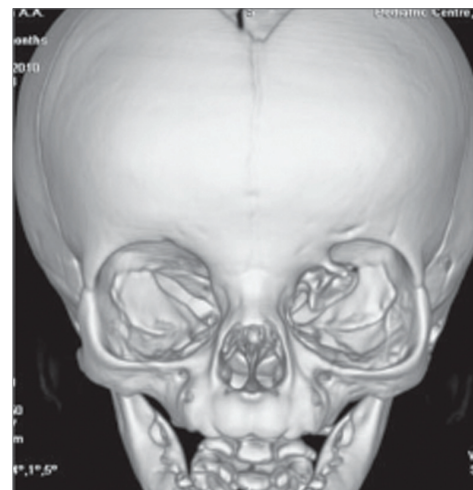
Компьютерная томограмма черепа больной К. в возрасте 5 лет: остеопит в области левой орбиты
